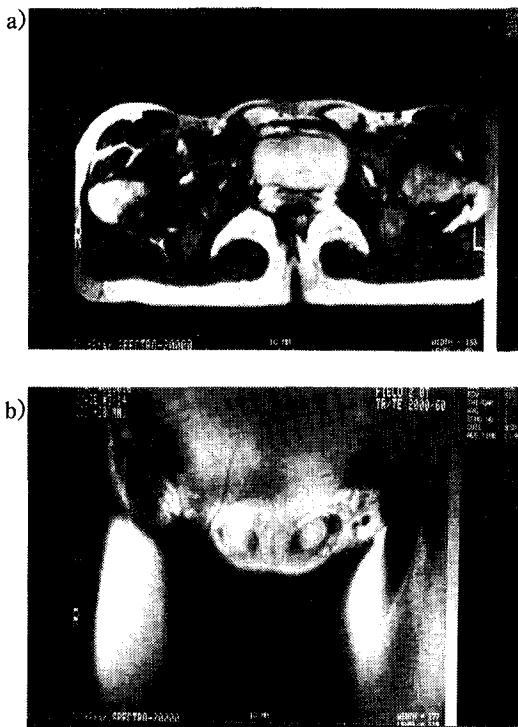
MRI finding. a) MRI imaging of the pelvis reveals non-visualization of definite uterine configuration in the pelvic cavity. b) There show bilaterally ovoid-shaped masses located in the subcutaneous space anterior to the external inguinal ring.
